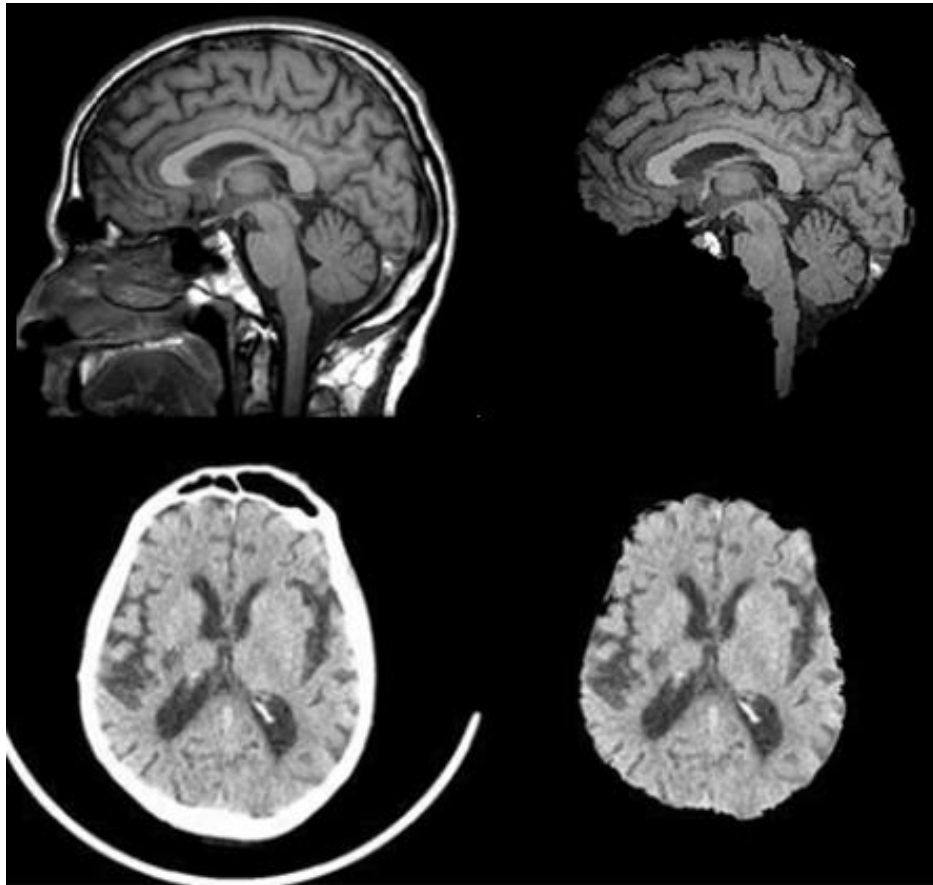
Résultats de l'extraction du cerveau sur : image IRM et image TDM.
